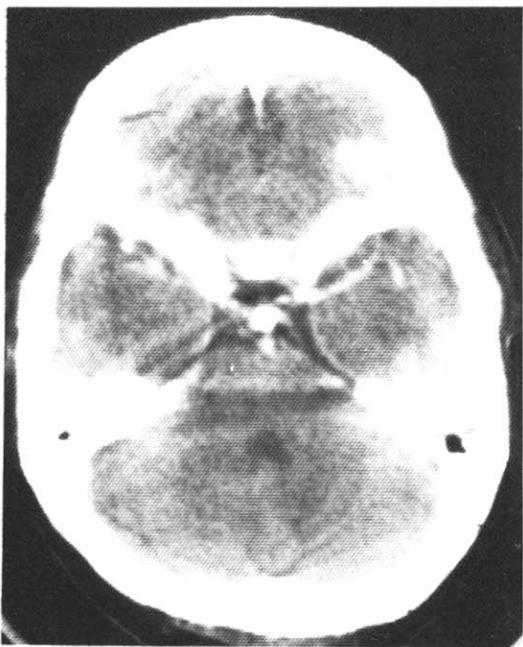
After antifungal medication for three months, Brain CT showed disappearance of focal mass lesion on cerebral parenchyme.
